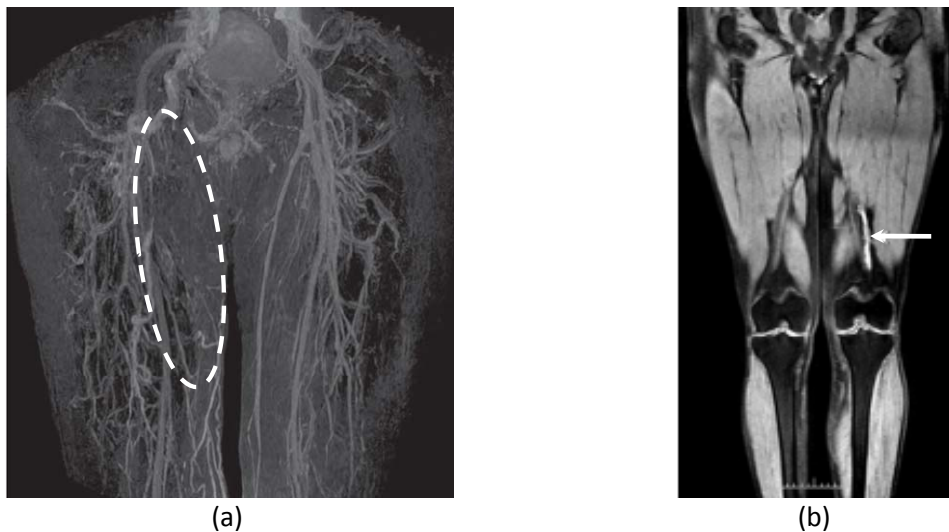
Veinographie en résonance magnétique par injection d'agent de contraste du réseau veineux d'un patient atteint d'enflures récurrentes de la jambe droite (a). Une occlusion complète des veines saphène et fémorale superficielle peut être visualisée (dans la région identifiée par l'ellipse en pointillés blancs). Image obtenue par MRDTI (magnetic resonance direct thrombus imaging) qui montre un signal de forte intensité indiquant une thrombose (flèche blanche) au niveau de la veine poplitée gauche (b). Adaptés de [61] (a), et [62] (b).
